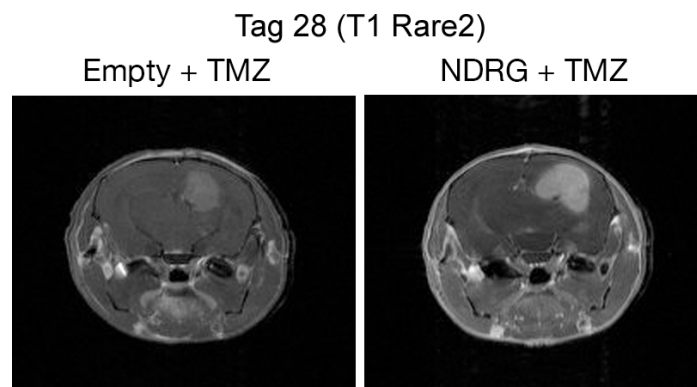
Exemplarische MRT-Bilder von NDRG1-überexprimierenden Gliomzellen und der Vergleichsgruppe nach Therapie mit TMZ
